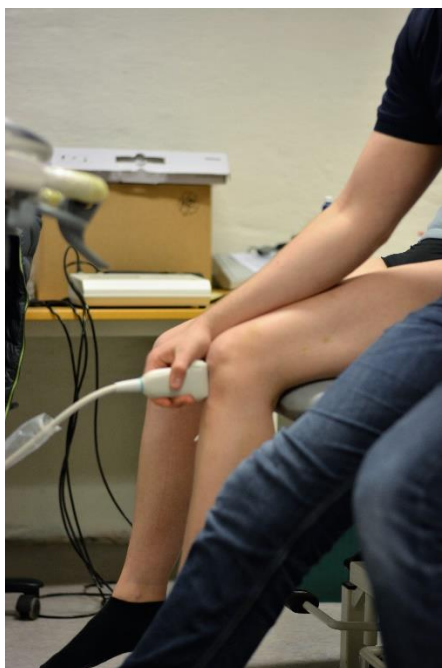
Mindway M7 blev anvendte til indsamling af sonografiske billede og målinger af patellarsenens tykkelse.
